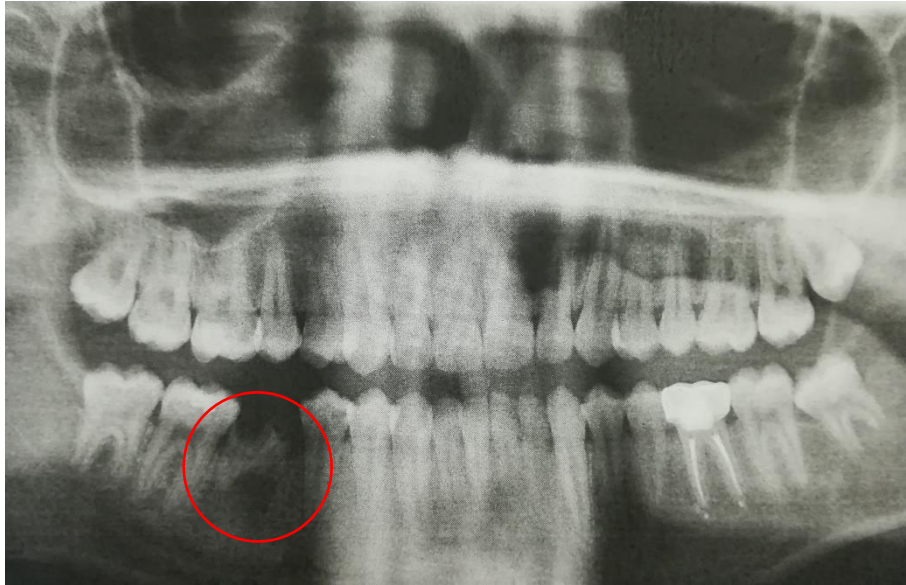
Radiografia panorâmica onde se pode observar molares decíduos inferiores anquilosados.
